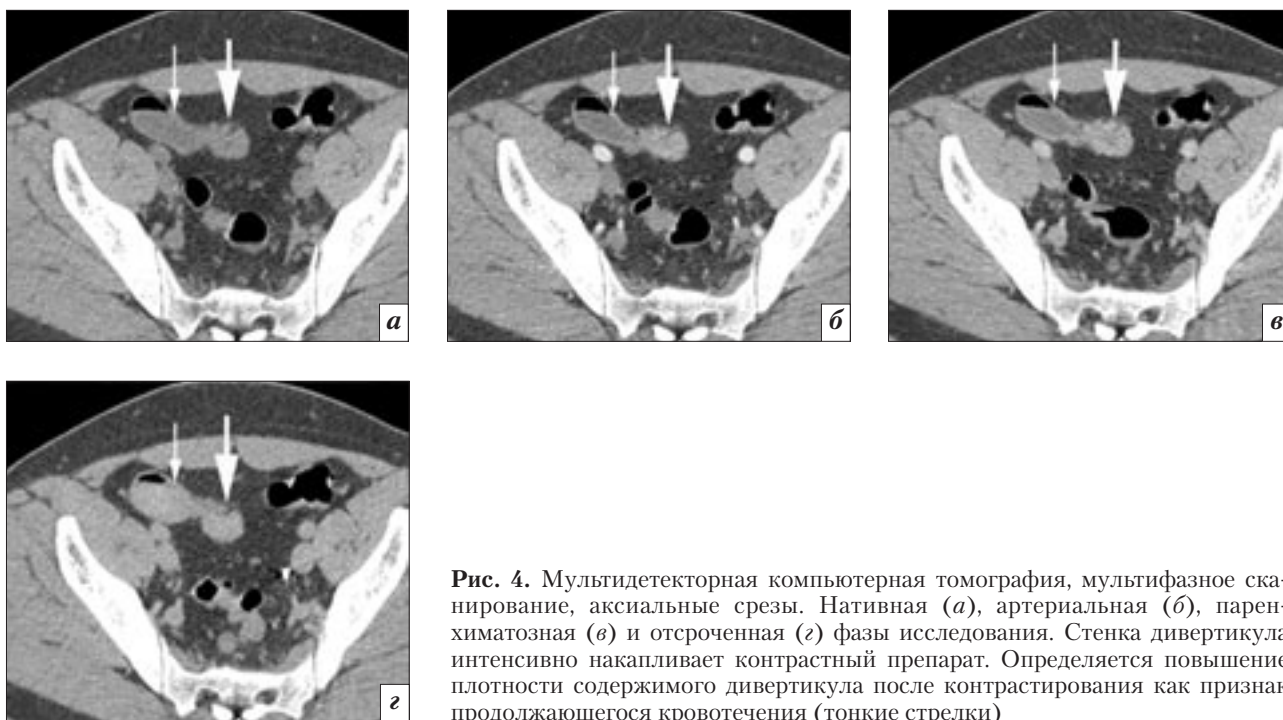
Мультидетекторная компьютерная томография, мультифазное сканирование, аксиальные срезы. Нативная (а), артериальная (б), паренхиматозная (в) и отсроченная (г) фазы исследования. Стенка дивертикула интенсивно накапливает контрастный препарат. Определяется повышение плотности содержимого дивертикула после контрастирования как признак продолжающегося кровотечения (тонкие стрелки)
